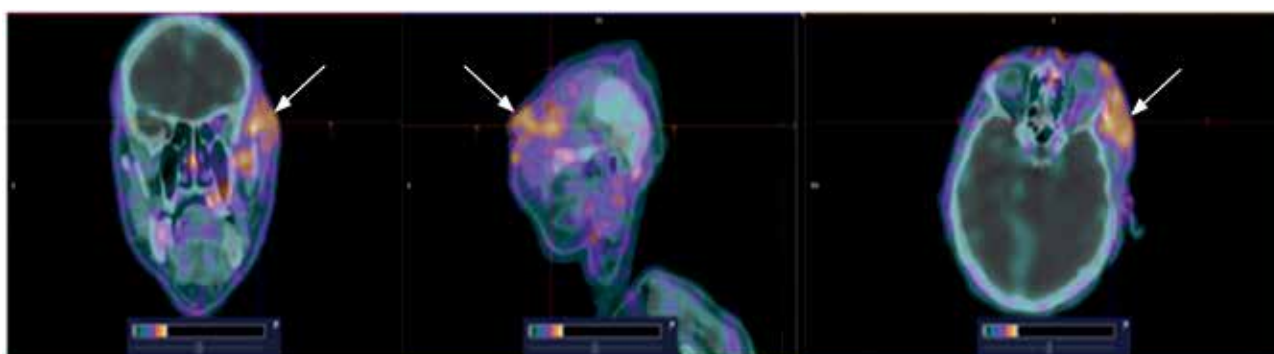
ОФЭКТ/КТ-изображения пациента 7 с фолликулярной лимфомой через 2 ч после введения ^{99m}Tc -ТГ. Визуализируется высокое поглощение ^{99m}Tc -ТГ в мягких тканях правой височной области ($\text{SUV}_{\text{max}} = 2,45$) (стрелки)
